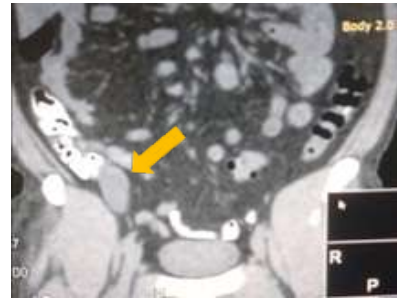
TAC: Lesión tubular de centro hipodenso de 3x8cm en borde medial de ciego, sugestivo de tumor apendicular
